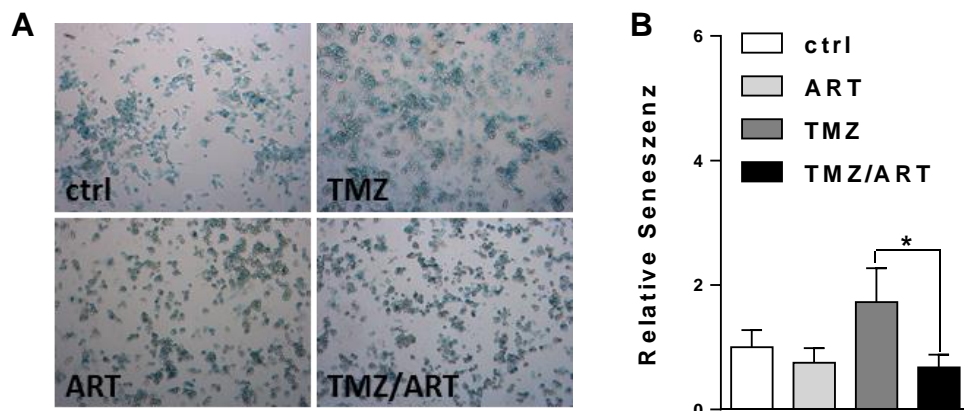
TMZ-induzierte Seneszenz in Glioblastom *stem-like* Zellen G112SP. : (A) Lichtmikroskopische Darstellung der SA- β -Galactosidase-Färbung 144 h nach Behandlung mit 2 μ M TMZ, 15 μ g/ml ART und in Kombination. (B) Quantitative Darstellung der C_{12} FDG-Färbung 144 h nach Behandlung (zur MGMT-Depletion 1 h Vorbehandlung mit 10 μ M O^6 BG, anschließend 2 μ M TMZ, 15 μ g/ml ART und kombiniert). Abgebildet sind die mittleren Intensitäten \pm SD der C_{12} FDG-positiven G112SP-Zellen aus drei unabhängigen Experimenten. Das C_{12} -FDG Signal wurde auf die unbehandelte Kontrolle normalisiert, die statistische Signifikanz zwischen der TMZ- und der TMZ/ ART-Behandlung wurde mittels ungepaartem t -Test berechnet: * $p \leq 0,05$.
